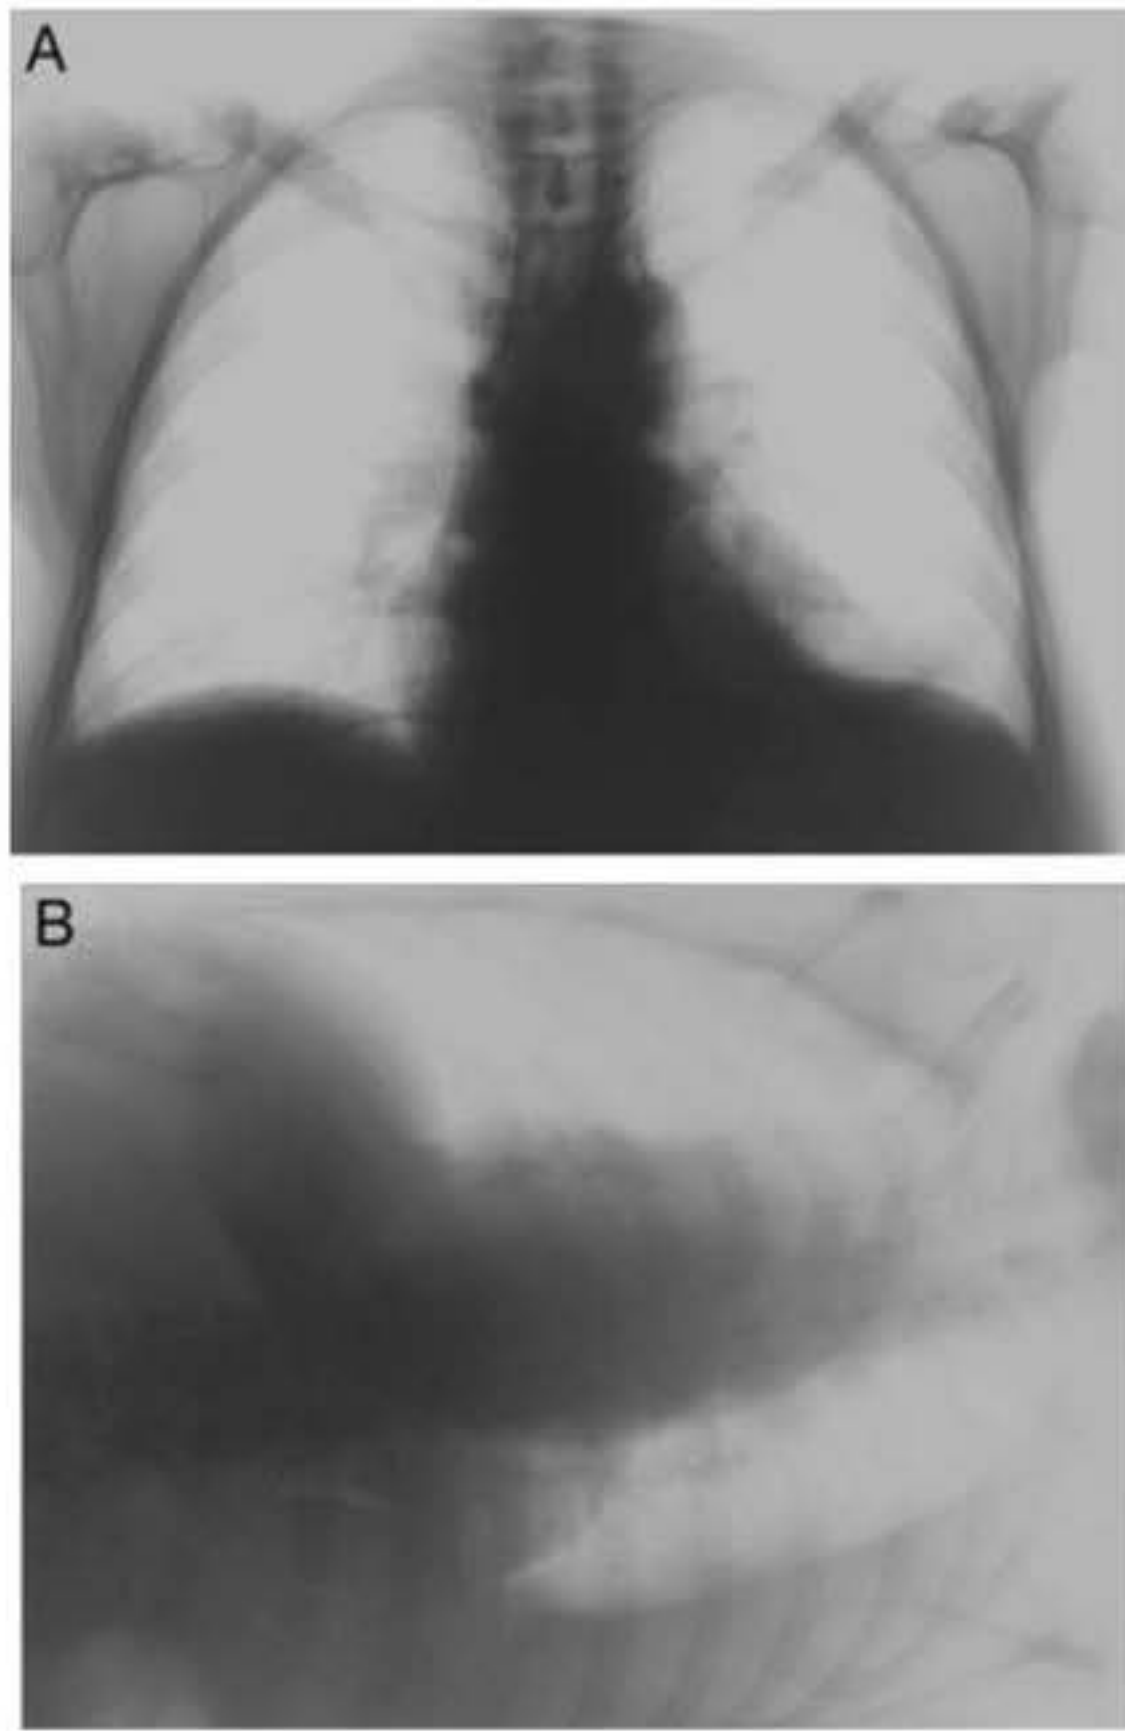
Radiografia do tórax na projeção PA (A) e perfil (B). Insinuação de alça intestinal com morfologia colônica (seta em A e B) entre a hemicúpula diafragmática direita e o rebordo superior hepático, caracterizando síndrome de Chilaiditi.
